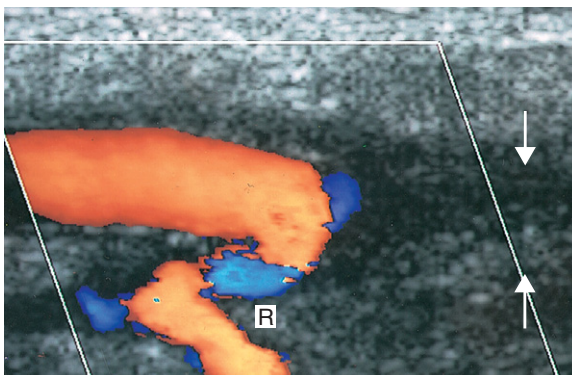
Das Farbdopplerbild vom distalen Ende eines Venenbypasses zeigt einen Verschluss der A. tibialis posterior (Pfeile) an der distalen Anastomose. Wegen des retrograden Flusses (R), der einen nativen Gefäßabschnitt über der Anastomose versorgt, bleibt der Bypass jedoch offen.
